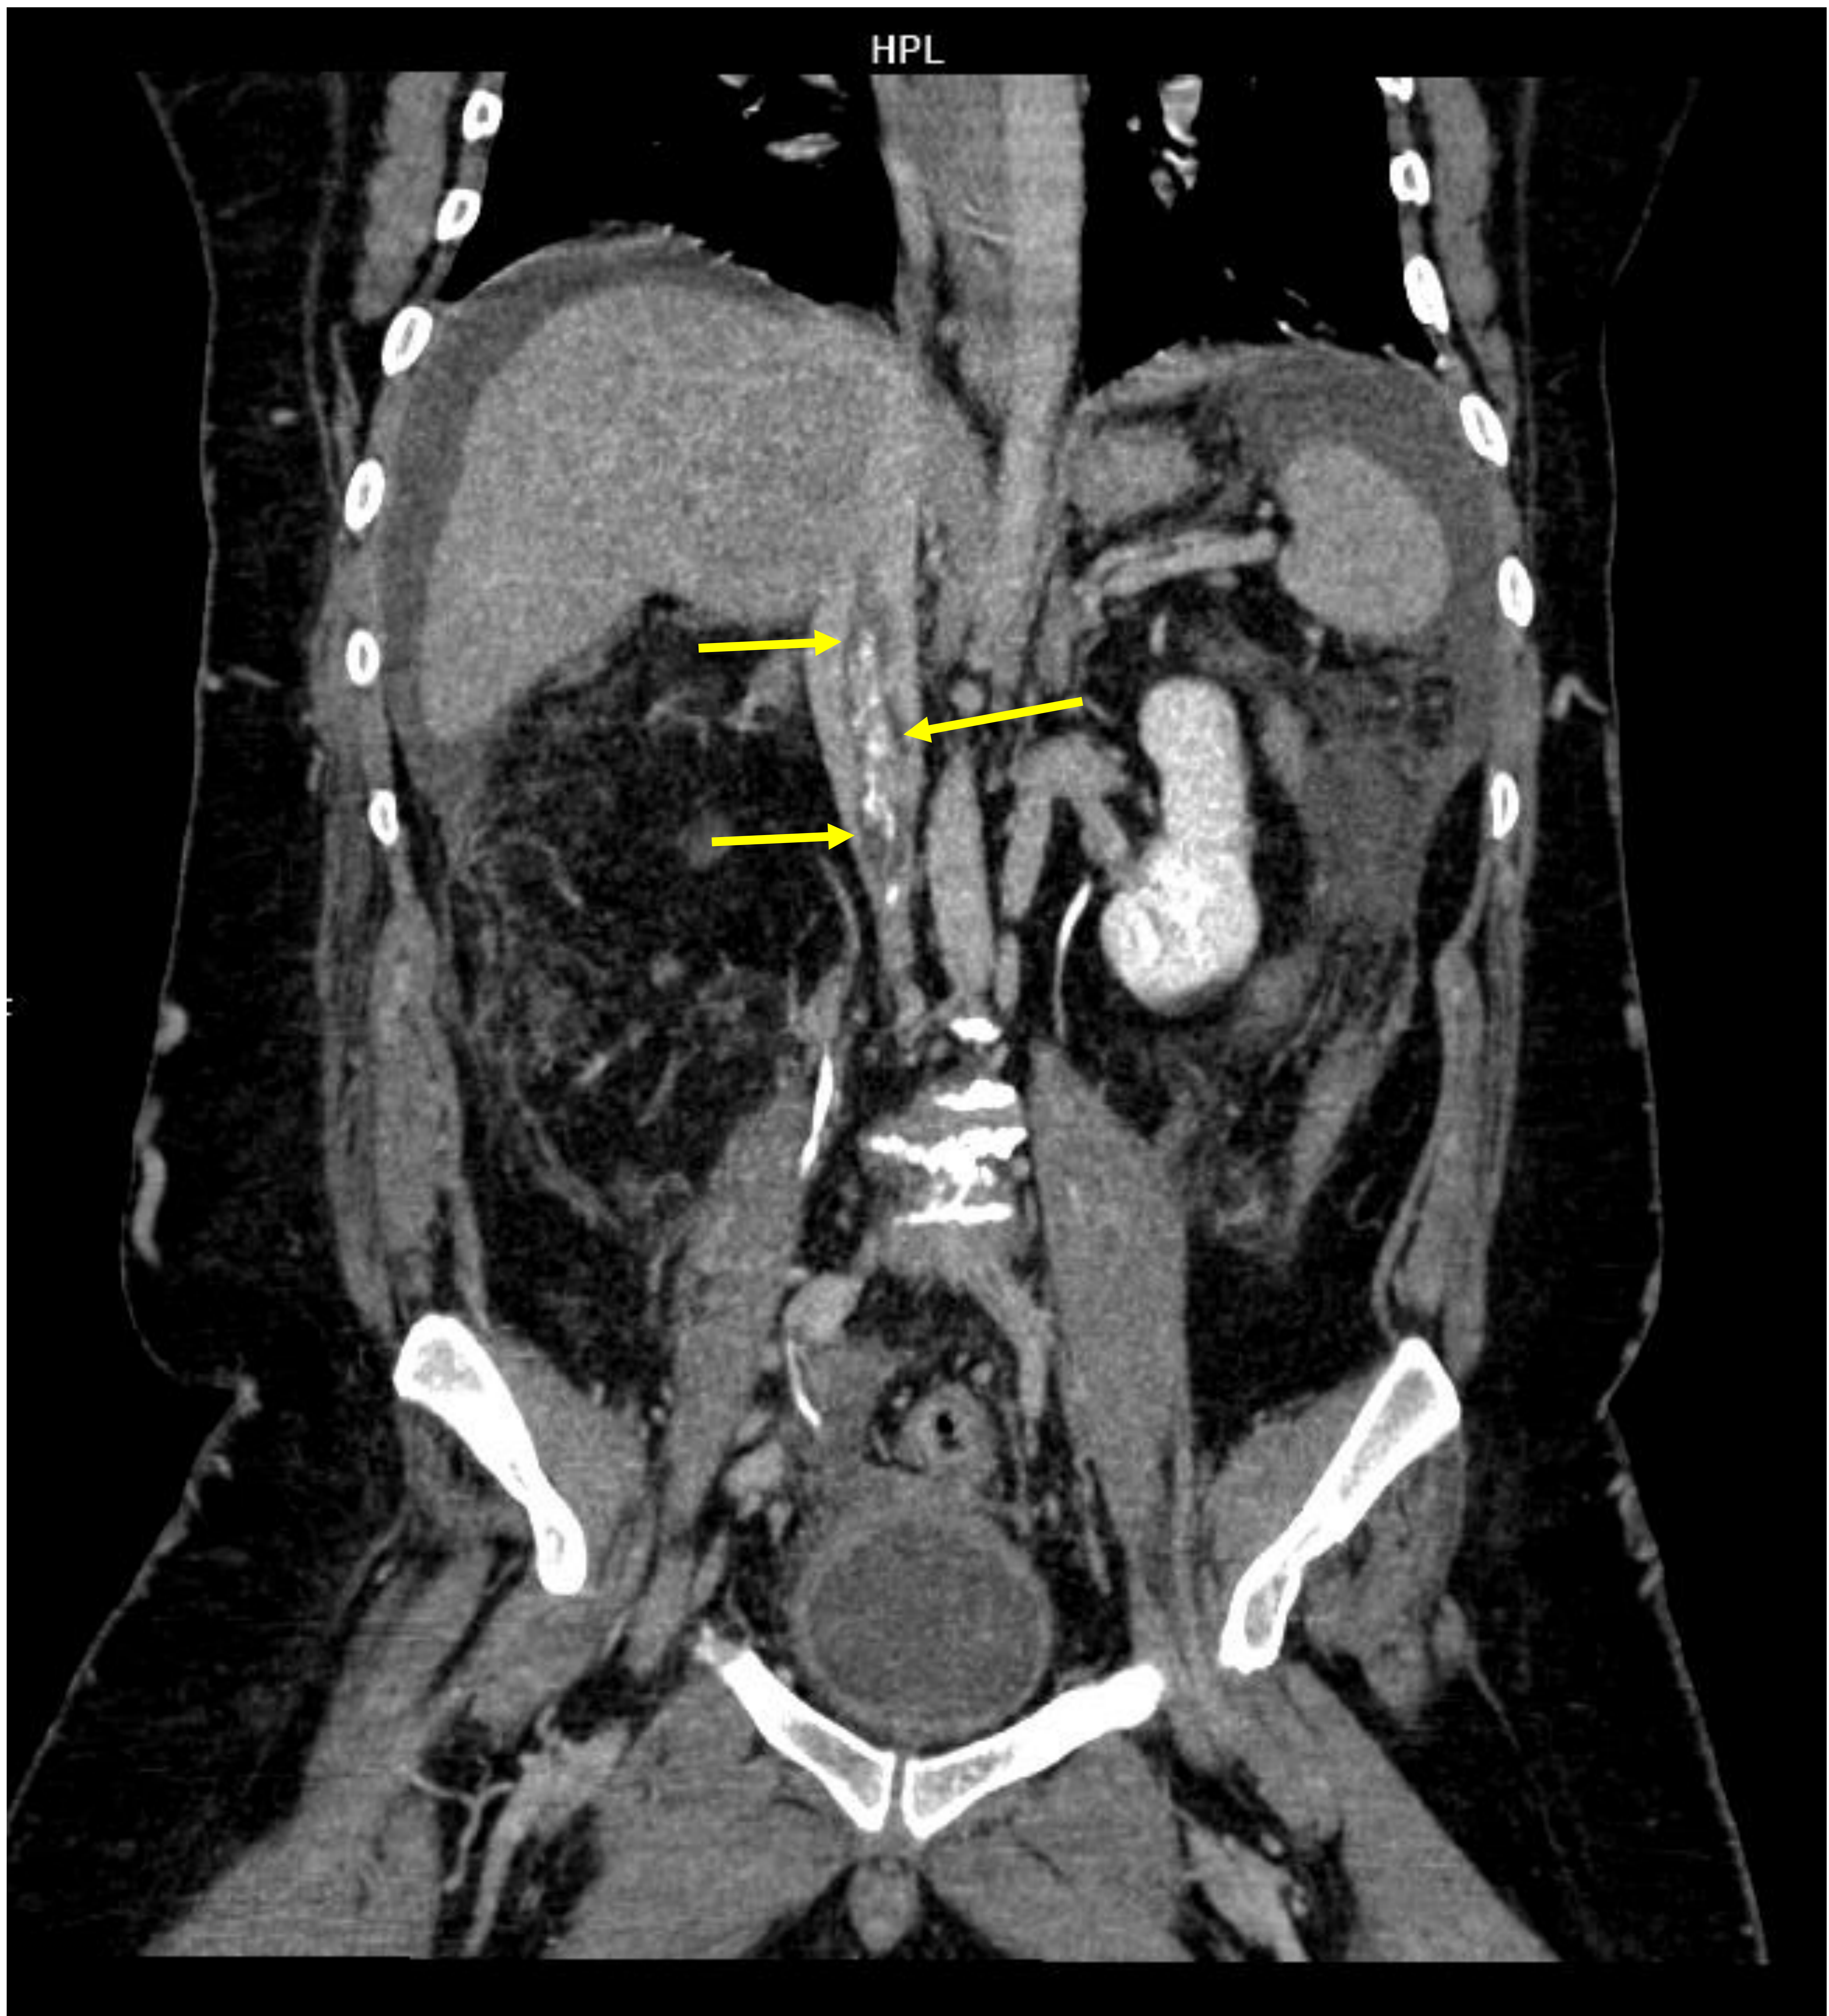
Reconstrucción coronal tipo MIP de TC con CIV en el que se observa contenido hipodenso de localización excéntrica en la VCI (flechas amarillas) y focos de calcificación, compatible con trombosis crónica.
